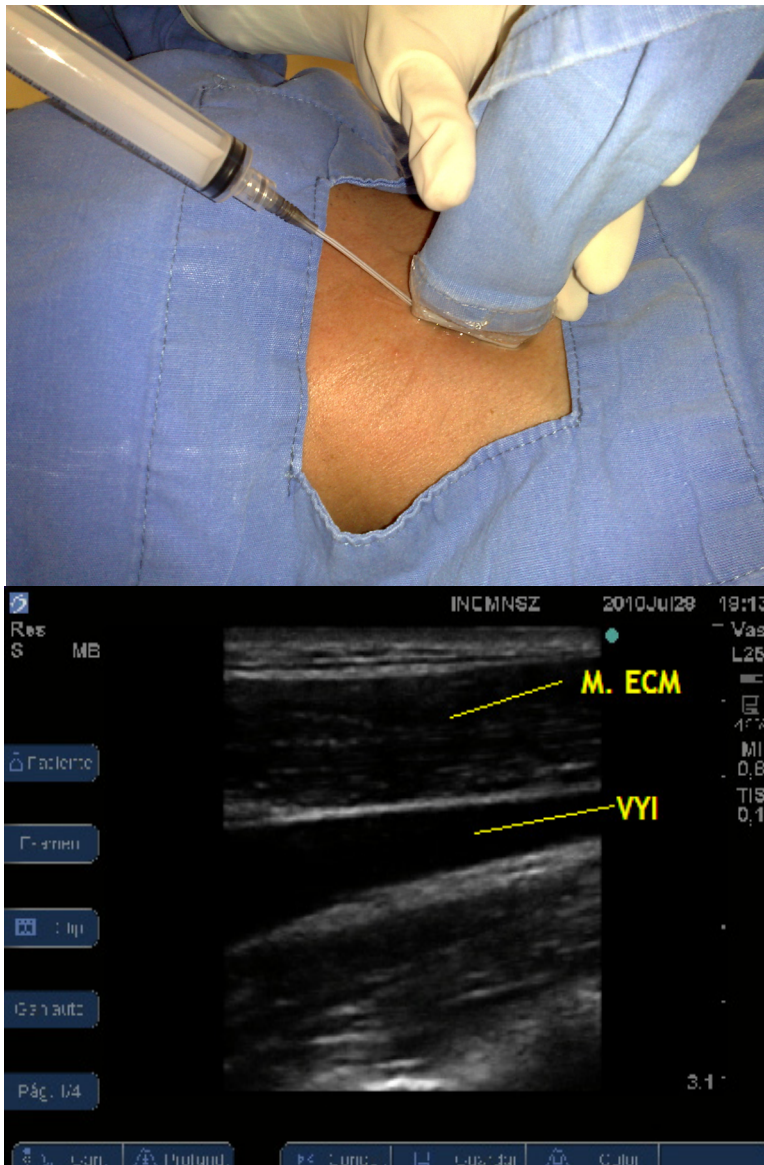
Abordaje de la vena yugular interna en el eje longitudinal, con la aguja en plano (izq). Imagen ultrasonográfica obtenida en el mismo abordaje sin Doppler color.
